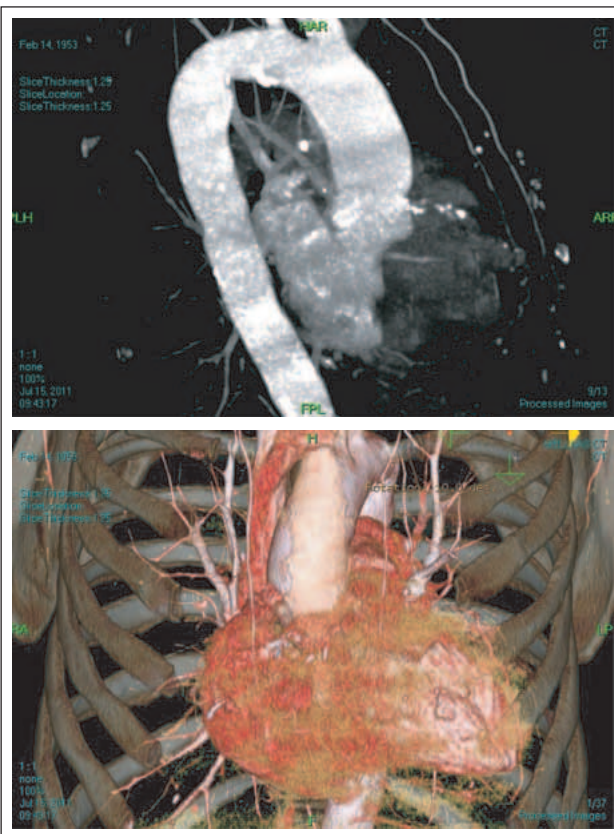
CT-Kompositbilder der anatomischen Verhältnisse der Neoplasie
